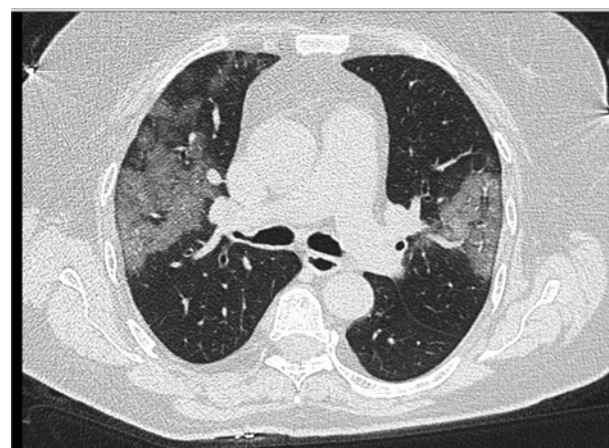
Двусторонняя полисегментарная пневмония со средним объемом поражения легочной ткани (КТ-2).
